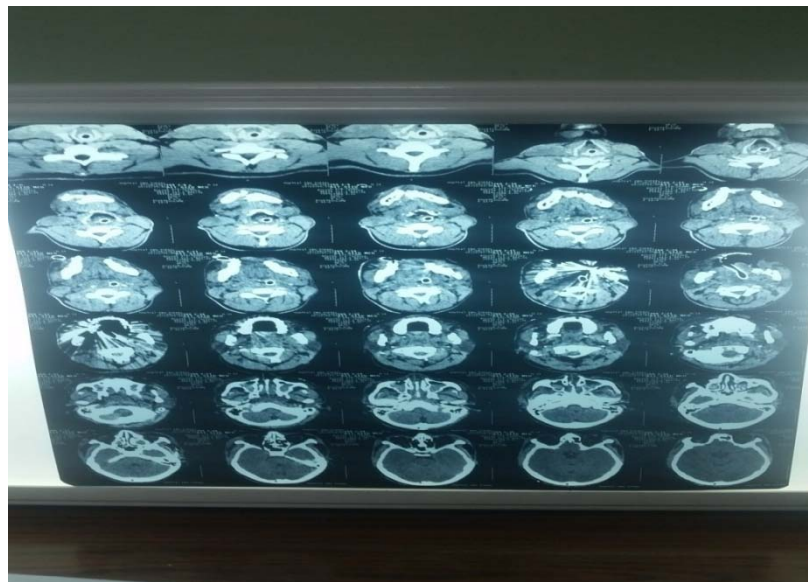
TDM cranio faciale(coupe transversale) objectivant une double fracture mandibulaire
